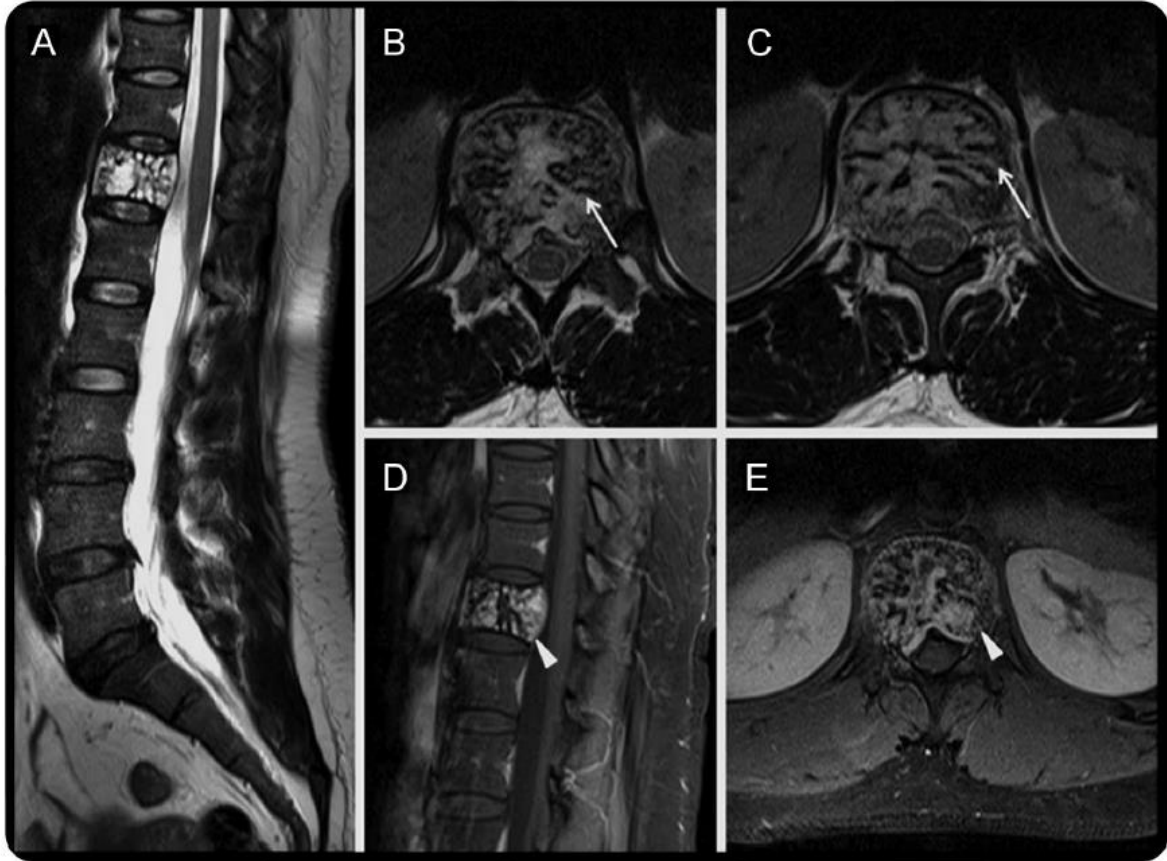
IRM vertébrale montrant le signe de « mini-brain ».
